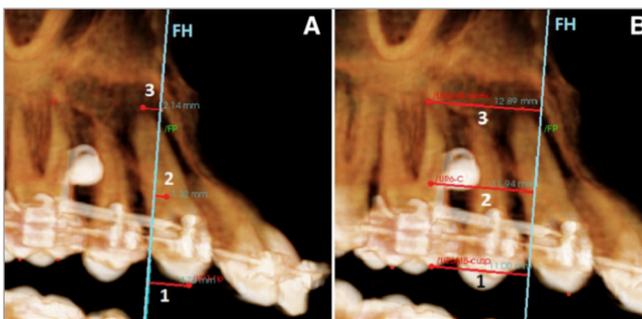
Vistas volumétricas de CBCT que muestran medidas de retracción canina; 1: distancia movida de la punta de la cúspide del canino superior derecho (desde la punta de la cúspide del canino hasta la FP), 2: distancia movida del centro del canino superior derecho (desde el centro del canino hasta la FP), 3: distancia movida del ápice de la raíz del canino superior derecho (desde el ápice de la raíz del canino hasta la FP). B Mediciones de pérdida de anclaje del primer molar; 1: pérdida de anclaje de la punta de la cúspide mesiovestibular (MB) (desde la punta de la cúspide de MB hasta FP), 2: pérdida de anclaje del centro (desde el centro de la raíz de MB hasta FP), 3: pérdida de anclaje del ápice de la raíz de MB (desde el ápice de la raíz de MB hasta FP)
